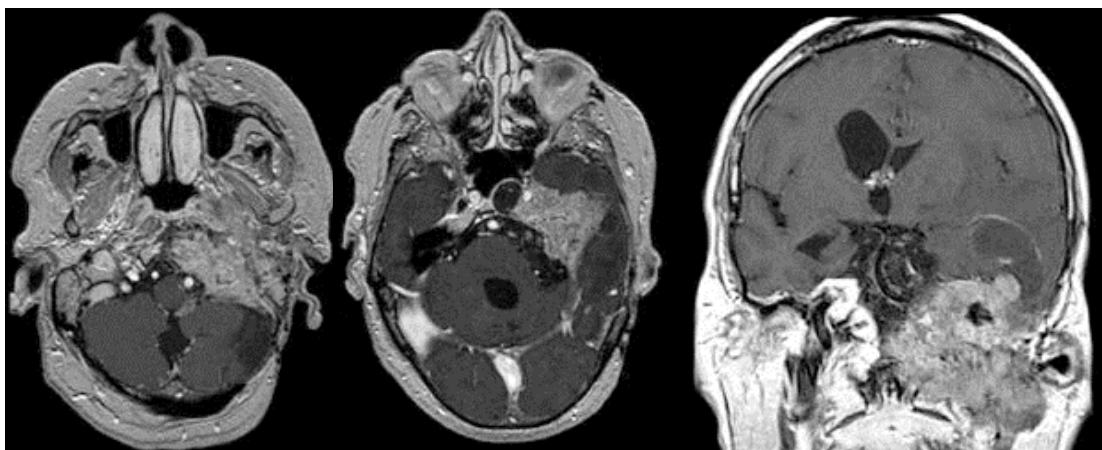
CASO 1: Meningioma, segunda recidiva (RM CE gadolínio EV, T2). Esquerda: Corte axial. Direita: Corte coronal.
